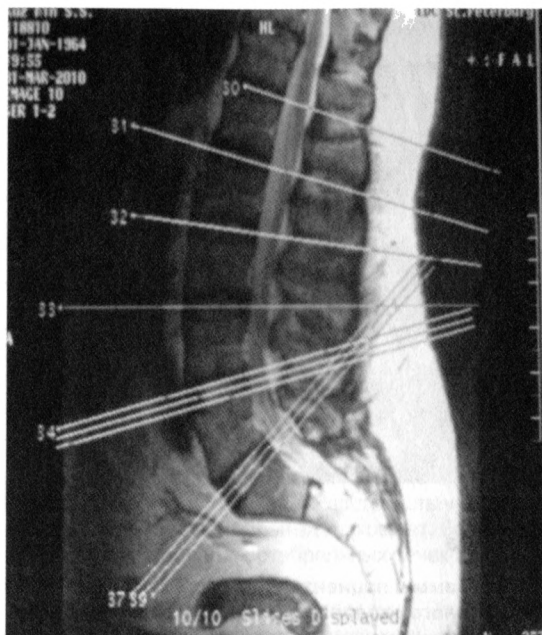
МР-томограмма пациента К. Дорсальные диффузные протрузии межпозвоночных дисков L_I–L_{III}, L_{II}–L_{IV}, размером 3 мм, распространяющиеся в межпозвоночные отверстия с обеих сторон с их сужением. Деформация дугоотростчатых суставов L_{III}–L_V, гипертрофия желтых связок на этих уровнях, что приводит к деформации и вторичному сужению позвоночного канала и межпозвоночных отверстий. Спондилоартроз
